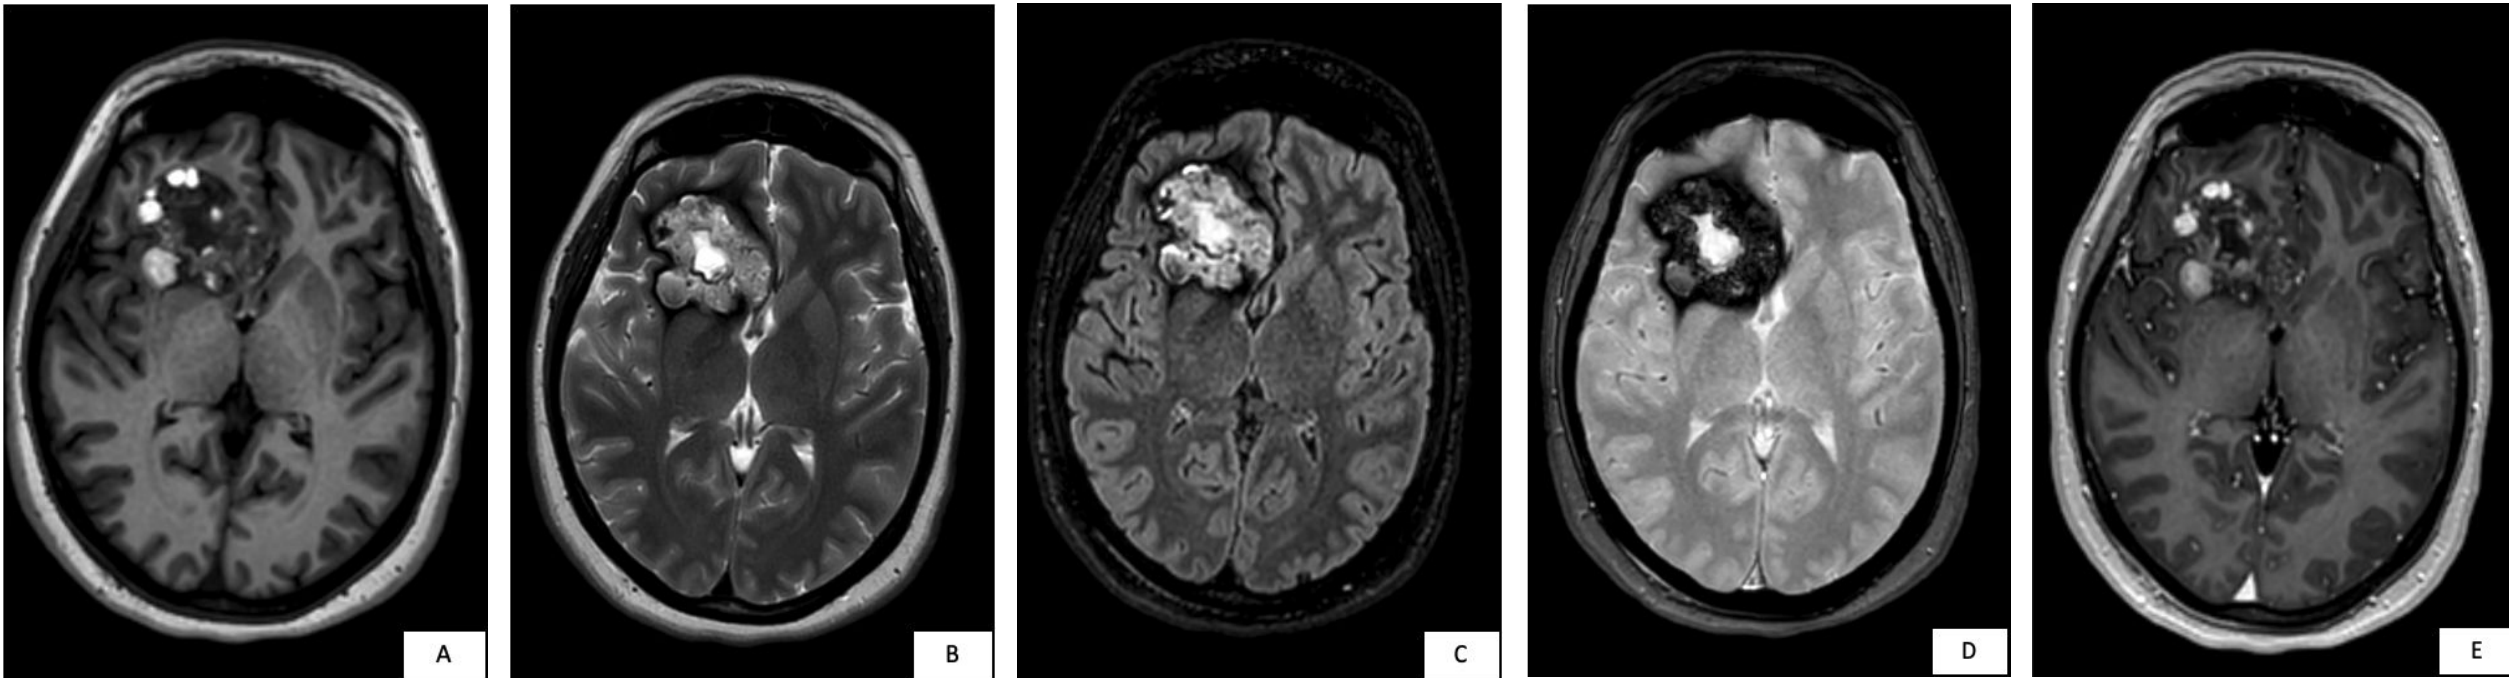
Cavernoma de gran tamaño. Imágenes en plano axial ponderadas en T1 (A), T2 (B), FLAIR (C), T2* (D) y T1 con contraste i.v. (E). Se identifica una gran masa intraaxial en el lóbulo frontal derecho, de morfología polilobulada y marcada heterogeneidad, con componentes sólido-quísticos y un centro necrótico, además de calcificaciones (imagen de TC no incluida) y depósitos de hemosiderina. Algunas áreas del componente sólido muestran discreto realce tras la administración de contraste. En el estudio de difusión no se objetiva restricción (imagen no incluida). Presenta escaso edema circundante y ejerce un leve efecto de masa sobre el asta anterior del ventrículo lateral derecho, con ligera desviación de la línea media hacia la izquierda. Se trata de un cavernoma con aspecto pseudotumoral (confirmado histológicamente), que podría simular fácilmente una lesión tumoral. Dadas sus características y la edad de la paciente, el diagnóstico diferencial incluye lesiones tumorales como el ependimoma supratentorial, el teratoma intracraneal y el tumor teratoide rabdoide atípico.
